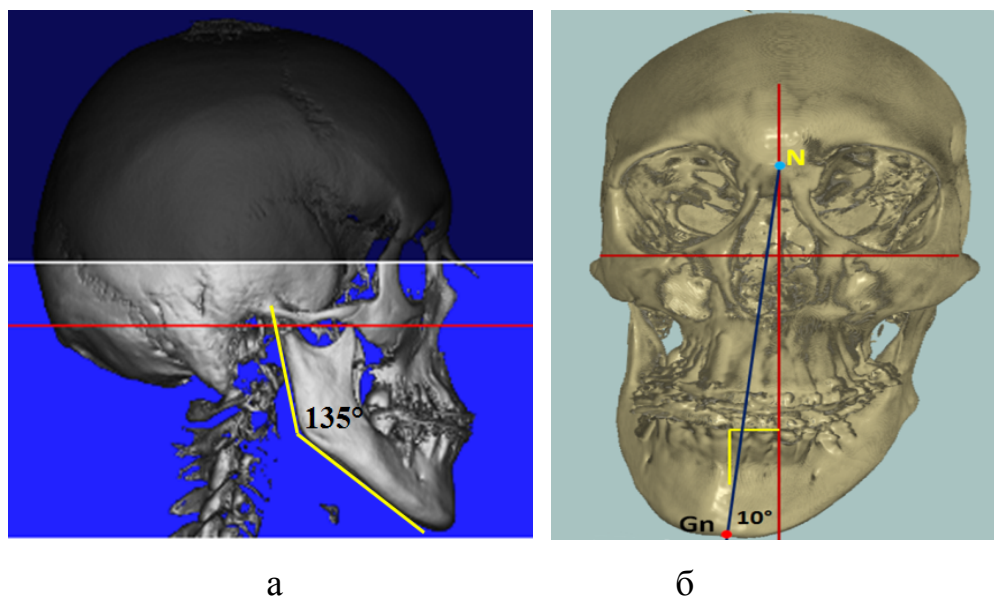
Увеличение нижнечелюстного угла (а), и смещение подбородочной точки вправо (б) на рентгенограммах
